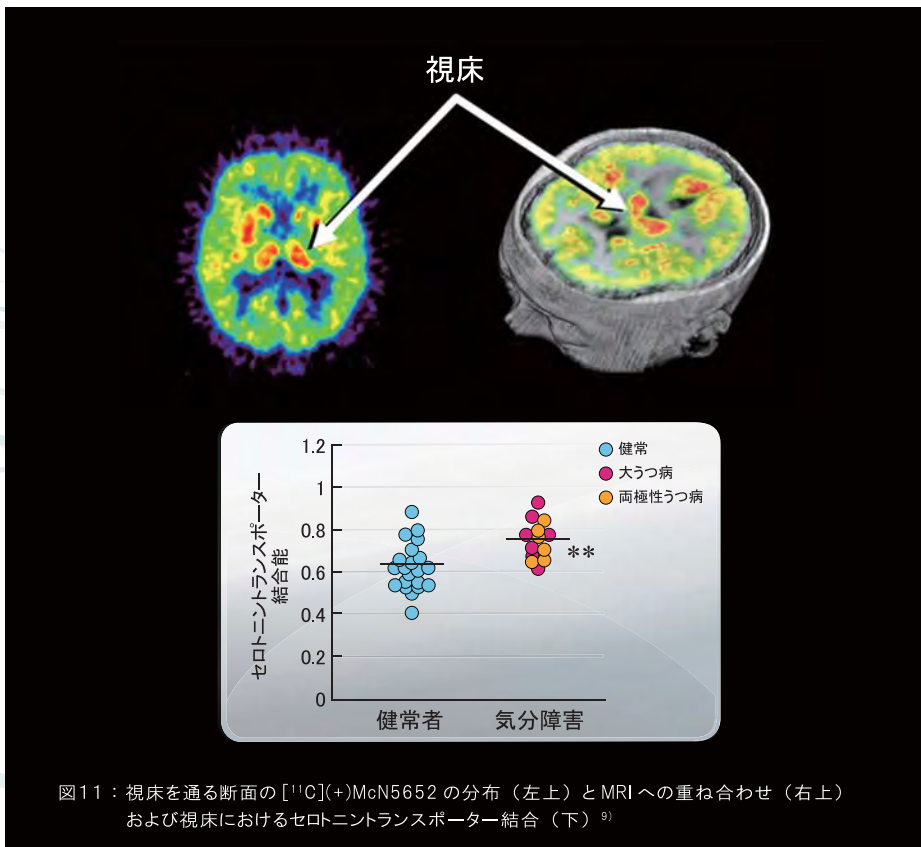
視床を通る断面の $[^{11}\text{C}](+)\text{McN5652}$ の分布（左上）とMRIへの重ね合わせ（右上）および視床におけるセロトントランスポーター結合（下）⁹⁾
